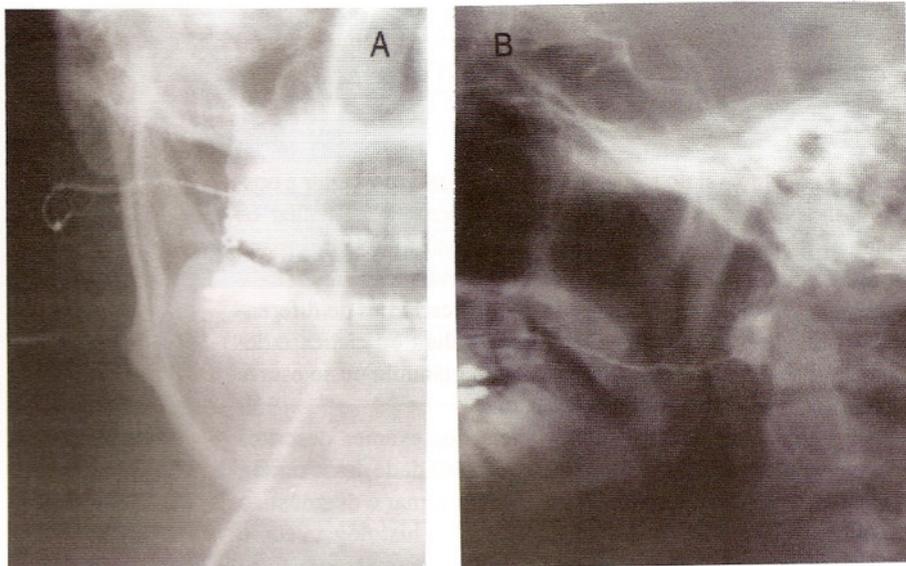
Sialografia em norma frontal (A) e lateral, (B) mostrando o ligeiro deslocamento de alguns ductos. Em A pode ser observado a presença de uma massa, melhor caracterizada por CT.
